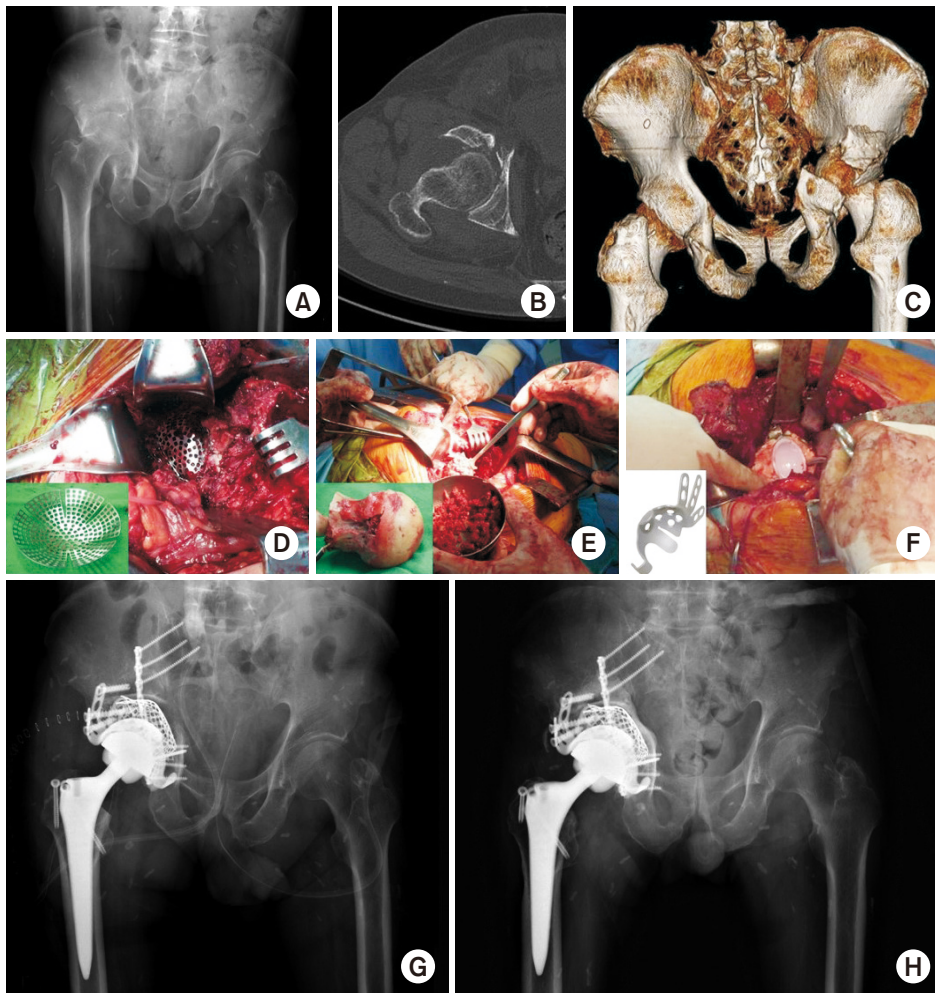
(A) Preoperative anteroposterior radiograph of a 67-year-old male showed a transverse fracture with posterior wall fracture of the acetabulum and severe impaction. (B, C) Computed tomography showed a severe comminuted fracture of the posterior wall and protrusion of the femoral head. (D) The acetabular mesh plate was inserted into the acetabulum through the Kocher-Langenbeck approach. (E) Autogenous corticocancellous bone from the femoral head was grafted on a mesh plate to support the acetabular cup. (F) A liner was inserted after fixation of the cemented flanged acetabular cup. (G) Postoperative anteroposterior radiograph after internal fixation and total hip arthroplasty. (H) Three-year postoperative radiographs showed stable total hip arthroplasty.
